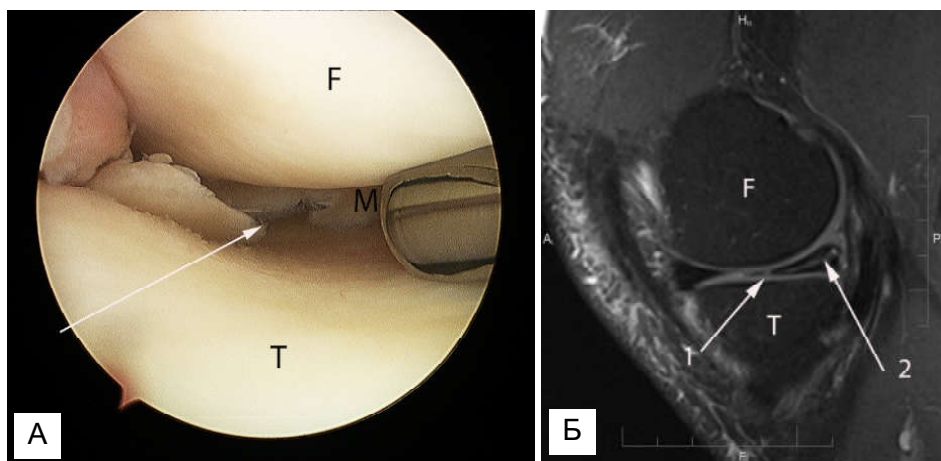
А. Артроскопія колінного суглоба, комбінований заднього рогу та тіла медіального меніска (стрілкою вказано основну лінію розриву); В. МРТ скан - комбінованого розриву медіального меніска: 1 - радіальний розрив внутрішнього краю проміжної частини меніска; 2 - горизонтальний розрив заднього рогу з поширенням на тіло меніска; Сагітальна площина. PD fs зображення.
